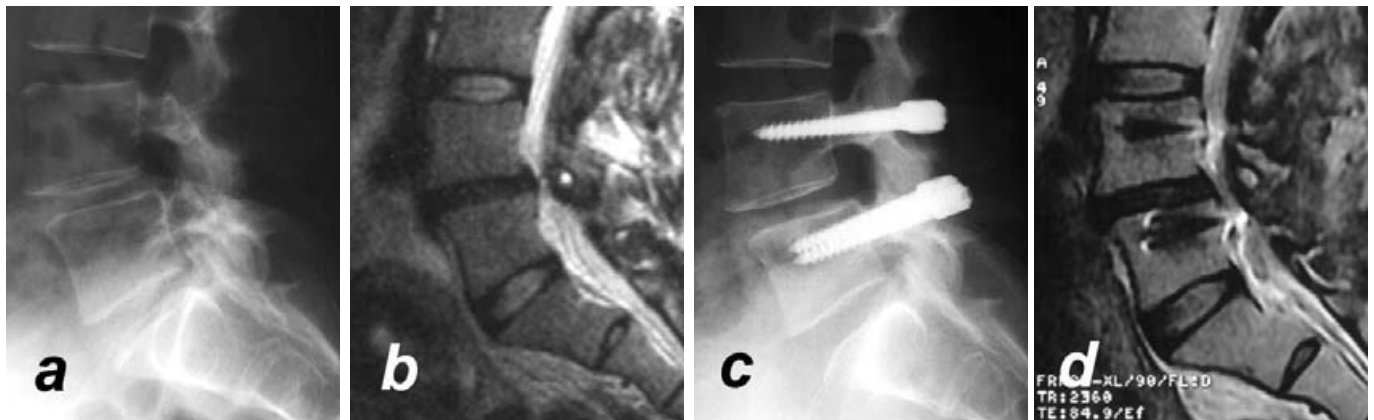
Degenerative Spondylolisthesis L4/5 mit konsekutiver Spinalkanalstenosierung (a, b) bei einer 39 Jahre alten Patientin. 6 Monate postoperativ Auftreten eines sensiblen L4-Syndroms rechts. Im Röntgen zeigt sich keine Reposition des Gleitzustandes (c), eine Alteration der Wurzel L4 rechts ist MR-tomographisch nachzuweisen (d). Daraufhin erfolgt eine neuroforaminale Dekompression L4/5 rechts, das Implantat wird belassen.
